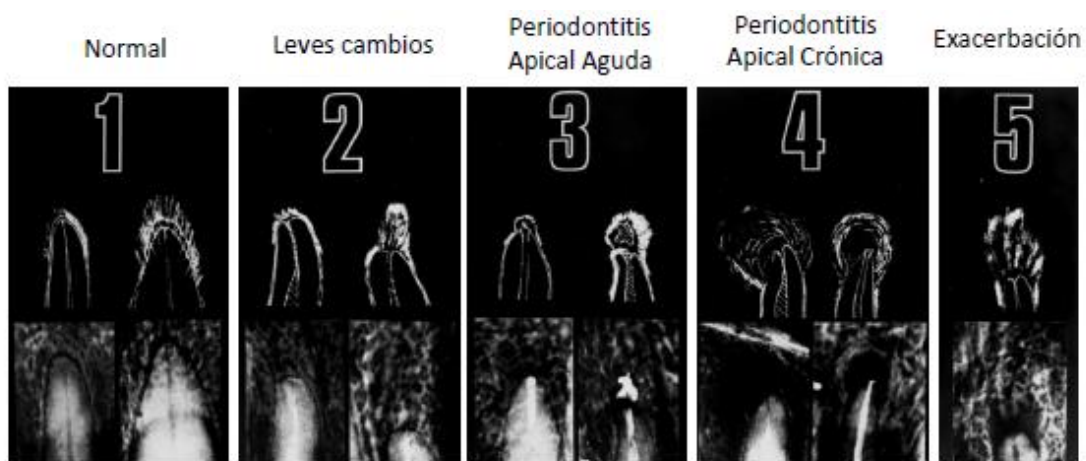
Índice Periapical (PAI). Referencias radiográficas de material autopsico del estudio de Brynolf (1967).
